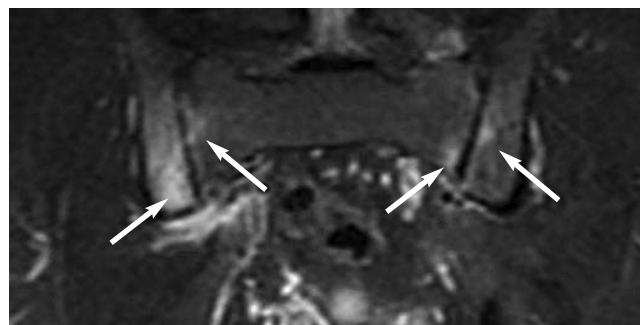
МРТ КПС того же больного, режим STIR. Множественные зоны гиперинтенсивного сигнала (ОКМ, указан стрелками) в области обоих КПС. Более выраженный ОКМ в правом КПС со стороны подвздошной кости
